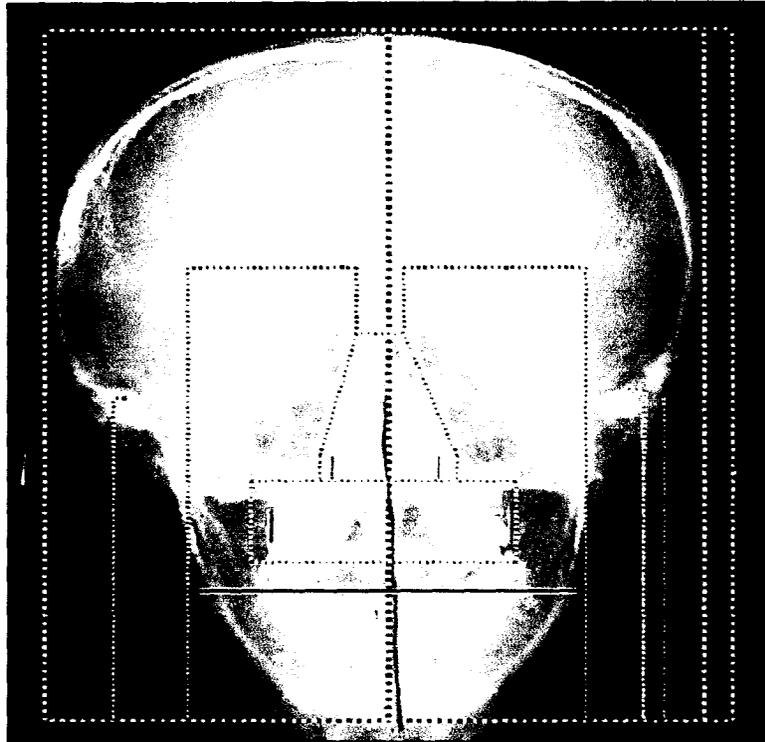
Téléradiographie de face d'un respirateur buccal.<sup>[42]</sup>
